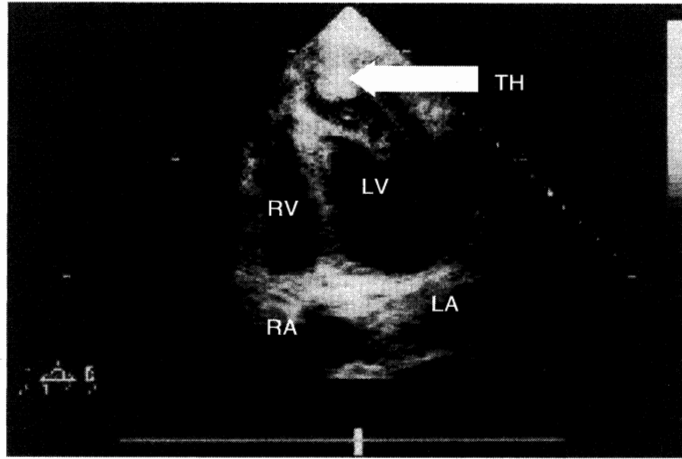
左心室室壁瘤二维超声心动图心尖四腔心显像
